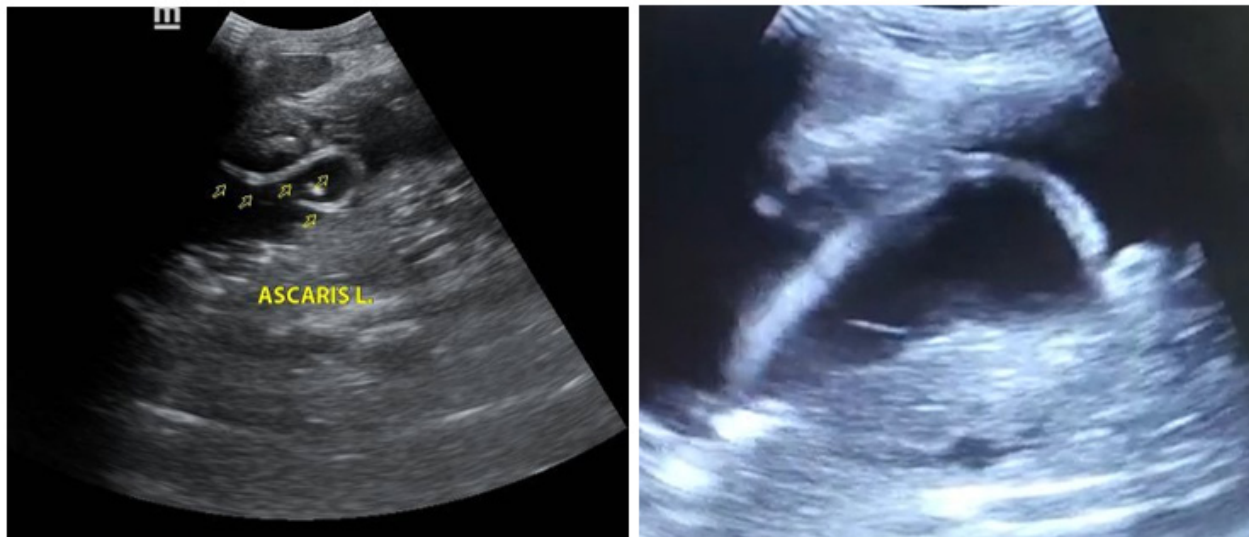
(A) Ecografía en escala de grises, corte sagital, donde se observa imagen ecogénica lineal, tubular. Signo de ojo de buey (B) Ecografía se observa el signo de la raya es por una delgada raya sin tubo interno, sin sombra acústica
